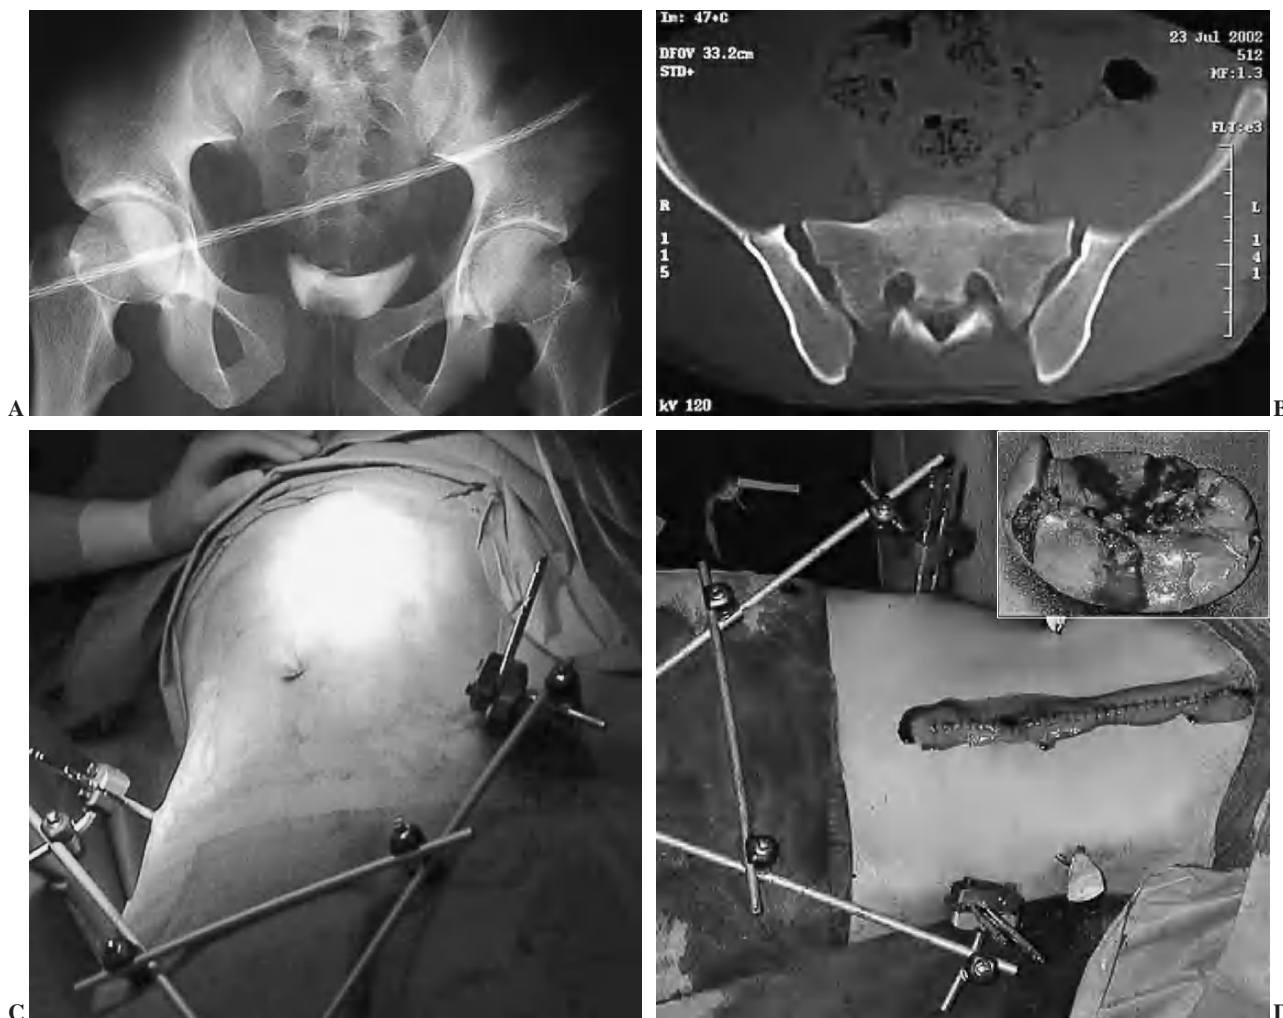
Varón de 25 años que sufrió atropello en vía pública, presentando al ingreso contusión pulmonar bilateral, hemoperitoneo con sospecha de lesión esplénica en ecografía y fractura de pelvis con inestabilidad rotacional bilateral B3.1 (A, B). El paciente se trasladó al quirófano, colocándose fijación externa simple antes de la laparotomía (C). La exploración quirúrgica mostró la existencia de hemoperitoneo de 1.500 cc, rotura esplénica (D), laceraciones hepáticas y un importante hematoma retroperitoneal. La evolución final fue satisfactoria y la fractura se trató con el marco de fijación externa empleado en el día del ingreso.
